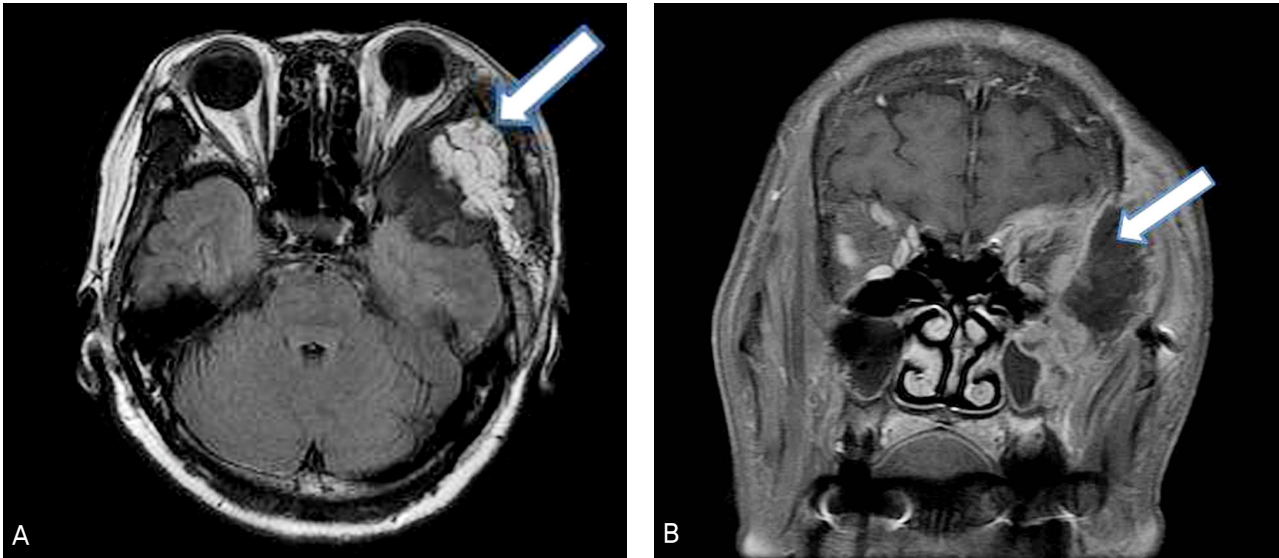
Postoperative axial (A) and coronal (B) MR image shows decreased degree of optic nerve compression (arrow) by the partial tumor resection.
